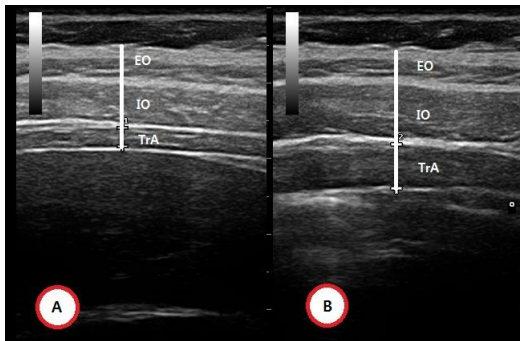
Ultrasound imaging of the lateral abdominal muscle (A) Relaxed, (B) Contracted
